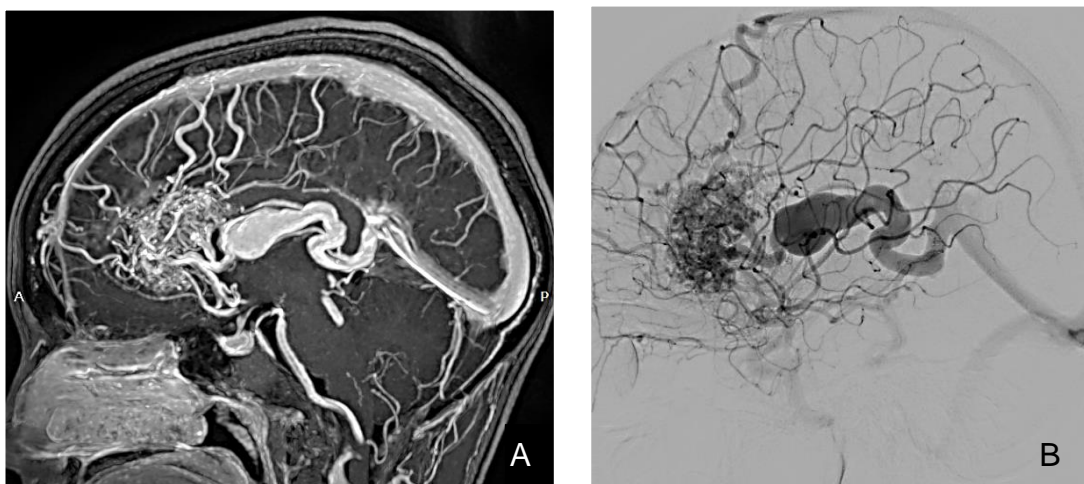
Imagem A. Angio-RM em corte sagital mediano evidenciando MAVc não rota no lobo temporal com nidus compacto em joelho do corpo caloso. B. Angiografia Digital em projeção lateral com injeção pela carótida direita, que revela irrigação pela artéria comunicante anterior, artéria pericalosa e drenagem pela veia cerebral interna e drenagem venosa profunda.
